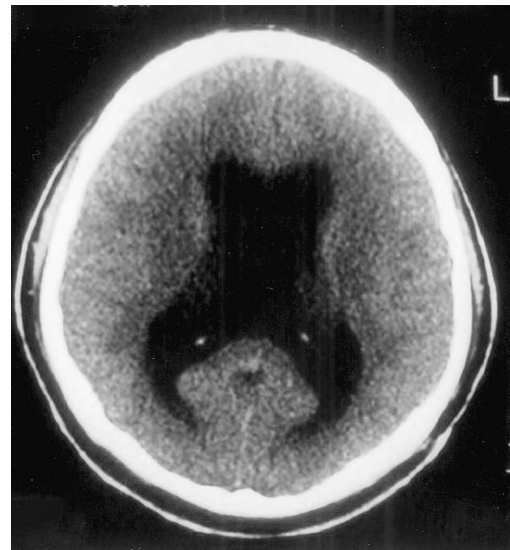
Tomografia computadorizada demonstrando dilatação ventricular e edema transependimário.
